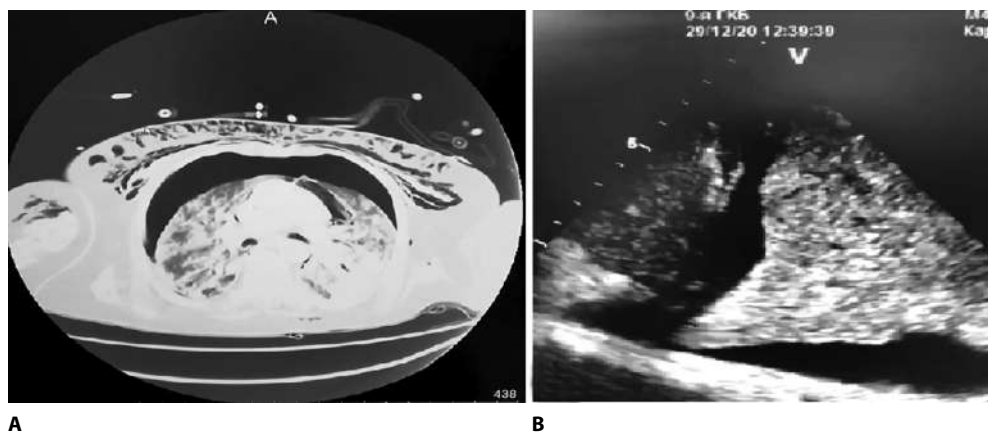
Фото скана КТ и эхограммы легких пациента с тотальным поражением легочной ткани при COVID-19: А – двусторонняя полисегментарная пневмония, класс тяжести 4 по результатам компьютерной томографии; В – синдром опеченения легочной паренхимы в результате тотального поражения легкого по результатам сонографии (УЗ-датчик расположен по linea axilaris media dextra в 8-м межреберье)
